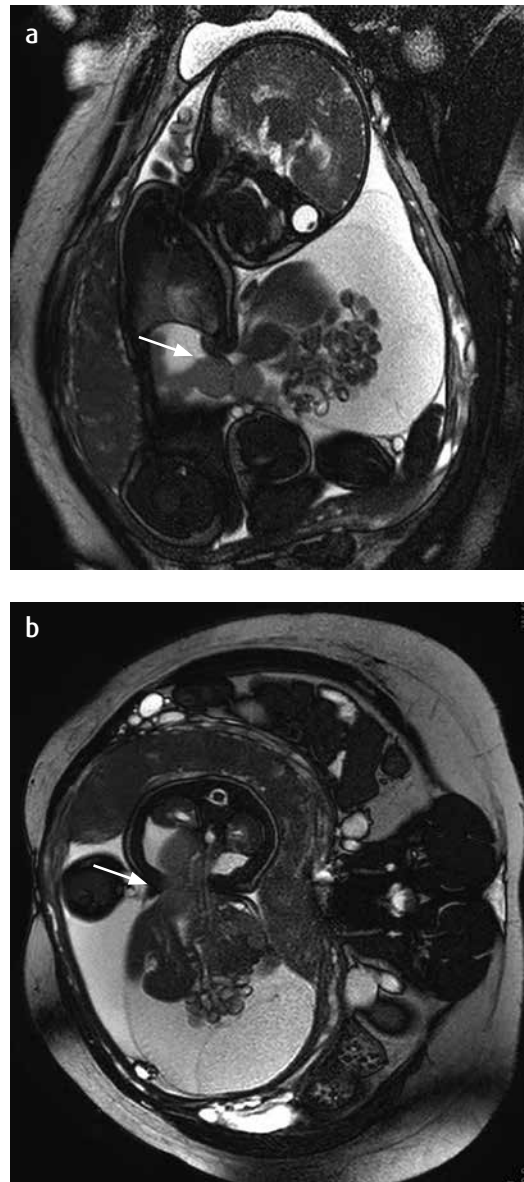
RM a) con información T2 coronal; b) con información T2 axial. Paciente de 31,2 semanas de gestación, con defecto de pared en línea media a la altura del ombligo por el cual protruye el contenido de vísceras sólidas y asas intestinales (flecha), los cuales se encuentran contenidos en una membrana de baja señal con ascitis, que genera marcada disminución de la circunferencia abdominal.
